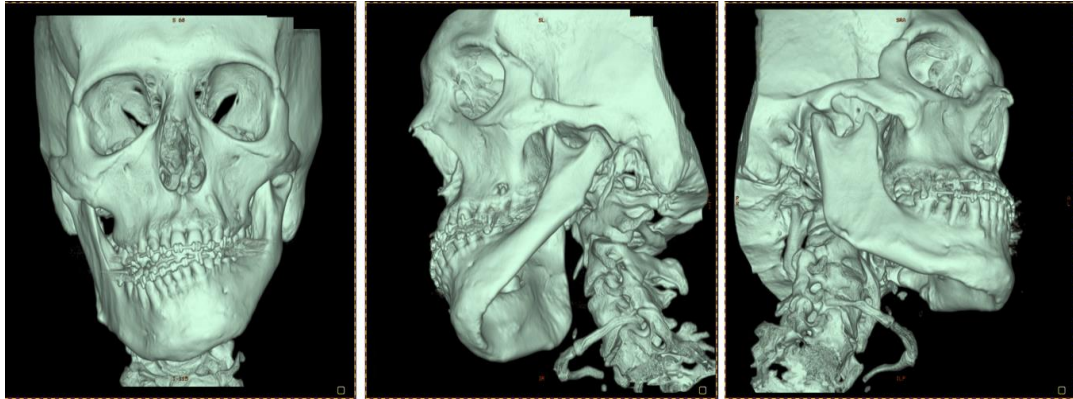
Paciente con desarmonía maxilofacial y defectos en los huesos faciales detectados en tomografía computarizada.⁶
